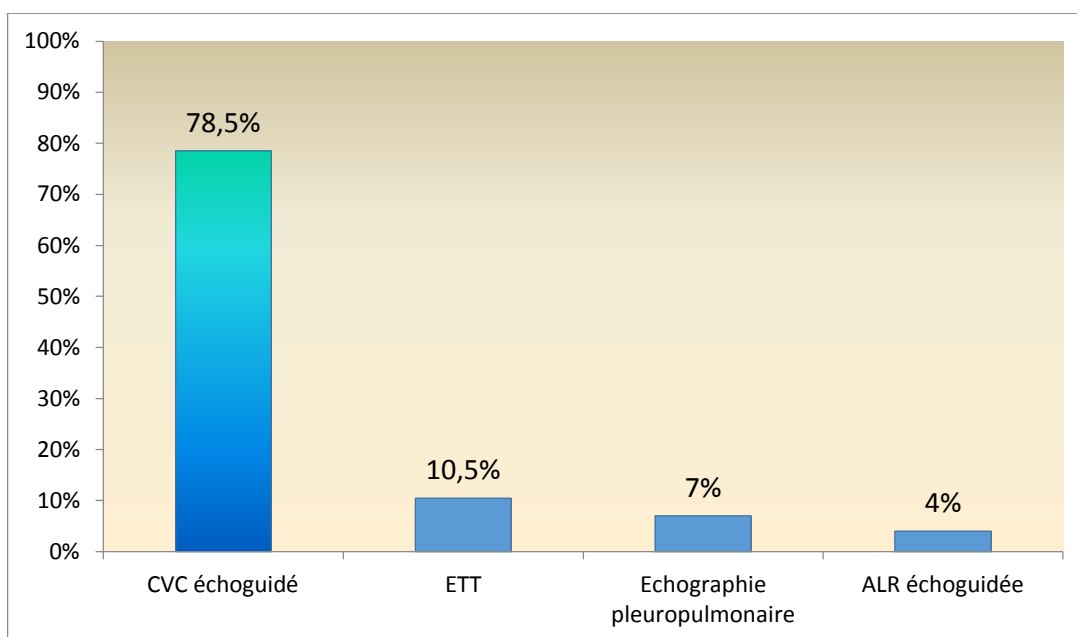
répartition des patients selon le type d'examen échographique
